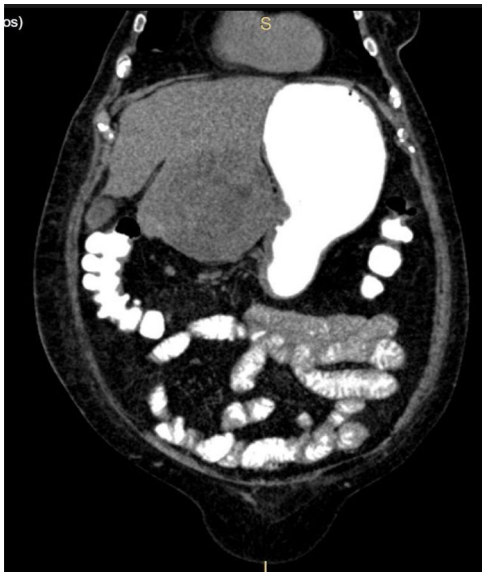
TAC abdominal en un corte coronal, en donde se muestra la tumoración hepática invadiendo el estómago.
